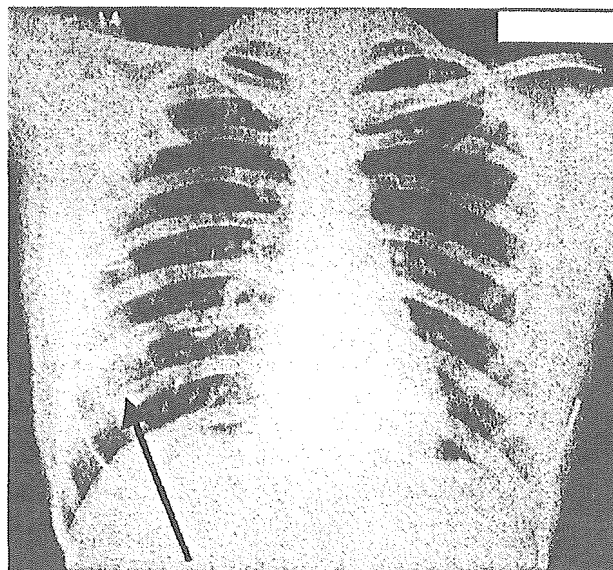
SARS可能性例, 発症初期の胸部X線所見
